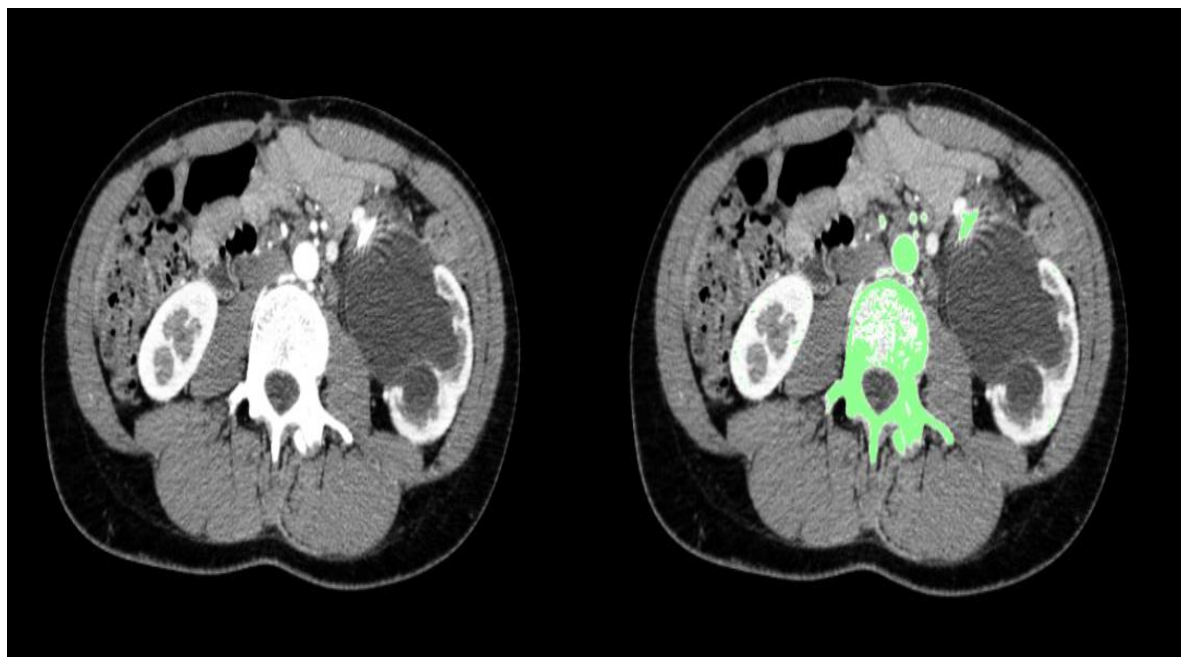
Поиск костной ткани на КТ-снимке с использованием порогового метода
